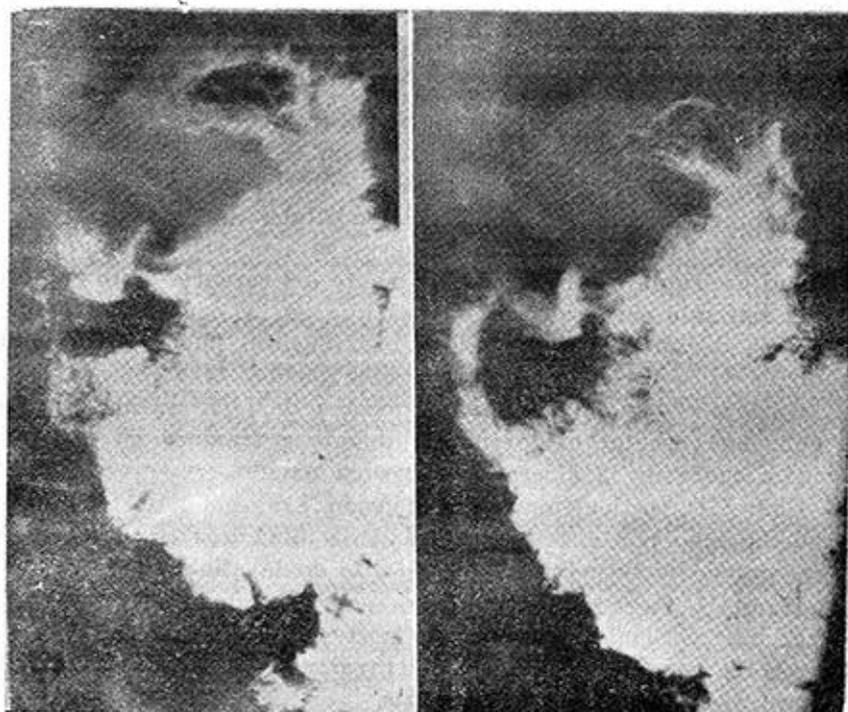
Radiografías de una serie. Pequeño nicho ulceroso de cara del bulbo Pseudodivertículo ulceroso. Vaciamiento gástrico acelerado.
